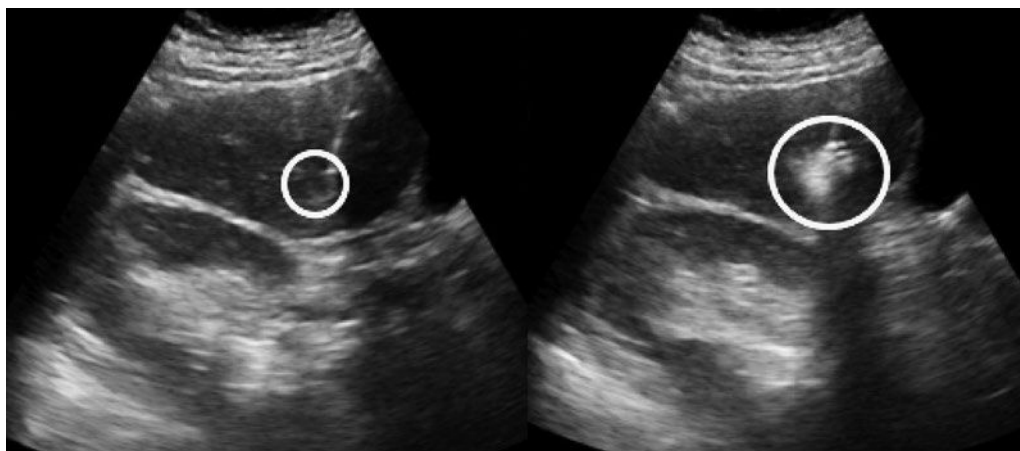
Оценка эффективности микроволновой абляции по данным УЗИ.
